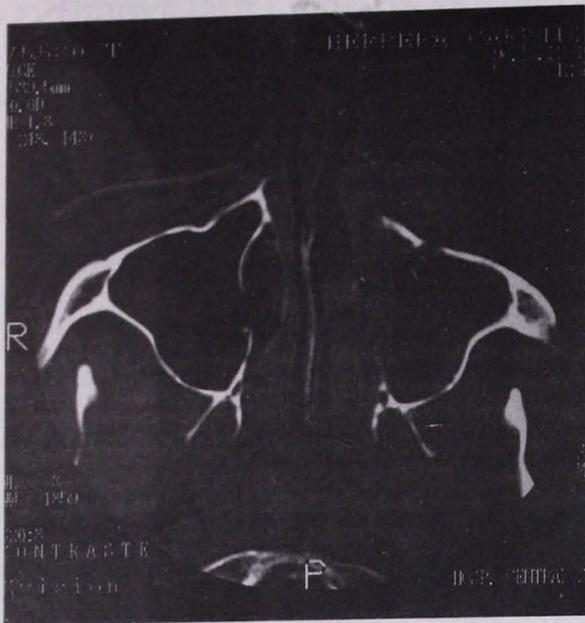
Tomografía computada de nariz y senos paranasales con medio de contraste (corte axial), en donde se observa una masa hipodensa anterior al seno maxilar izquierdo con destrucción de la pared anterior y engrosamiento marginal de la mucosa.
